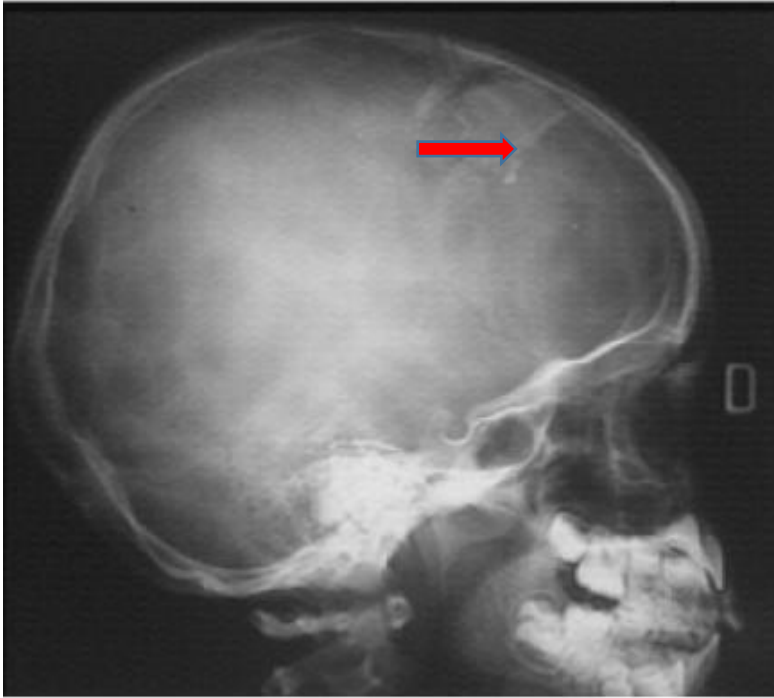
Radiographie du crâne (PROFIL)[11].
